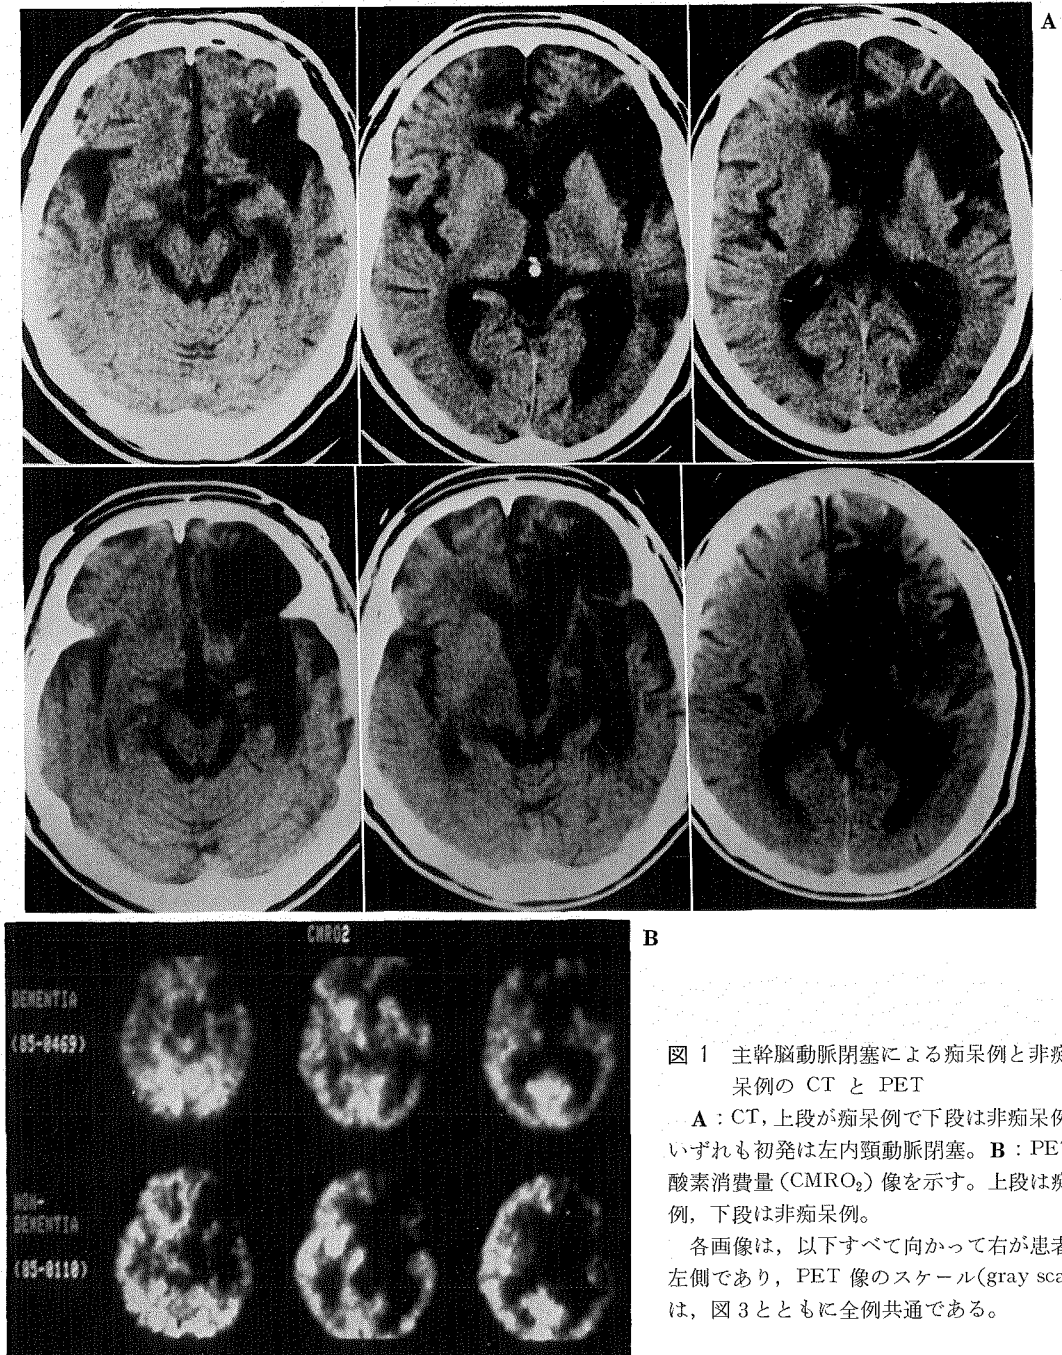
主幹脳動脈閉塞による痴呆例と非痴呆例の CT と PET
